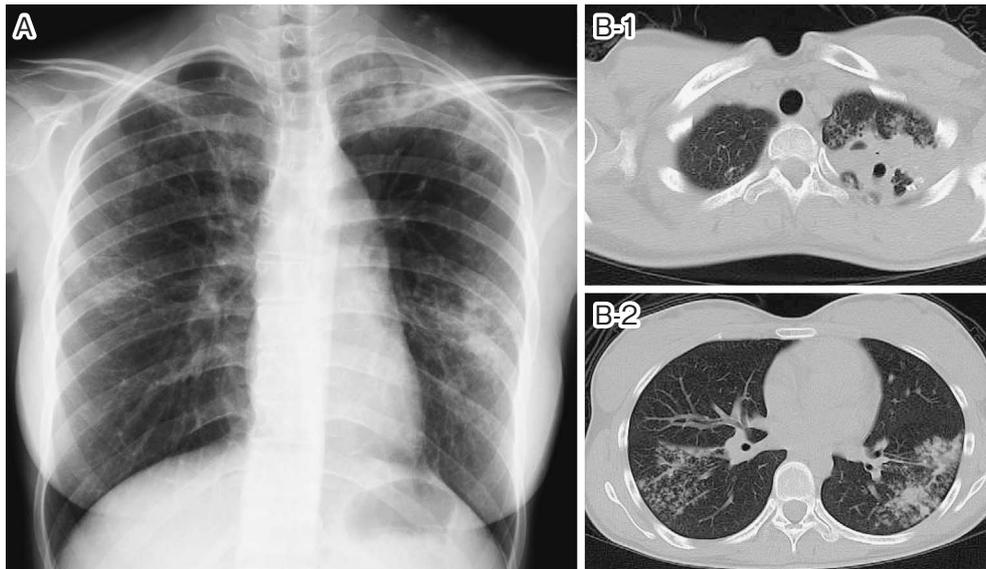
患児の母親の胸部 X-ray, Computed Tomography (CT)
